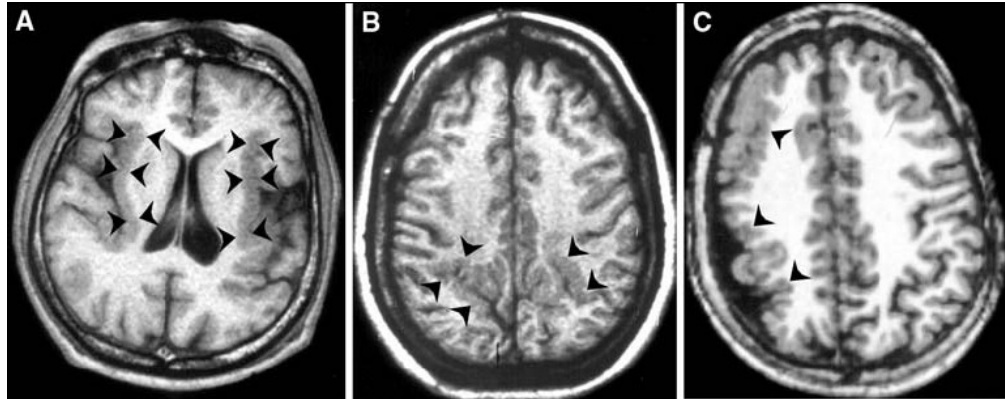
Imágenes de Resonancia Magnética axial (a) Polimicrogiria perisilviana bilateral. Las fisuras silvianas están abiertas y el córtex está engrosado e irregular (flechas negras). Varón joven con síndrome de Lennox-Gastaut (b) Polimicrogiria parasagital bilateral. Engrosamiento irregular del córtex (flechas negras). Chica joven con epilepsia parcial intratable. (c) Polimicrogiria unilateral. El hemisferio derecho es más pequeño que el izquierdo y el espacio subaracnoideo subyacente al hemisferio izquierdo está dilatado (flechas negras). El córtex de la derecha es irregular, con áreas engrosadas. Varón de ocho años con hemiparesis izquierda, retraso mental moderado, ausencias atípicas y ataques motores parciales.
